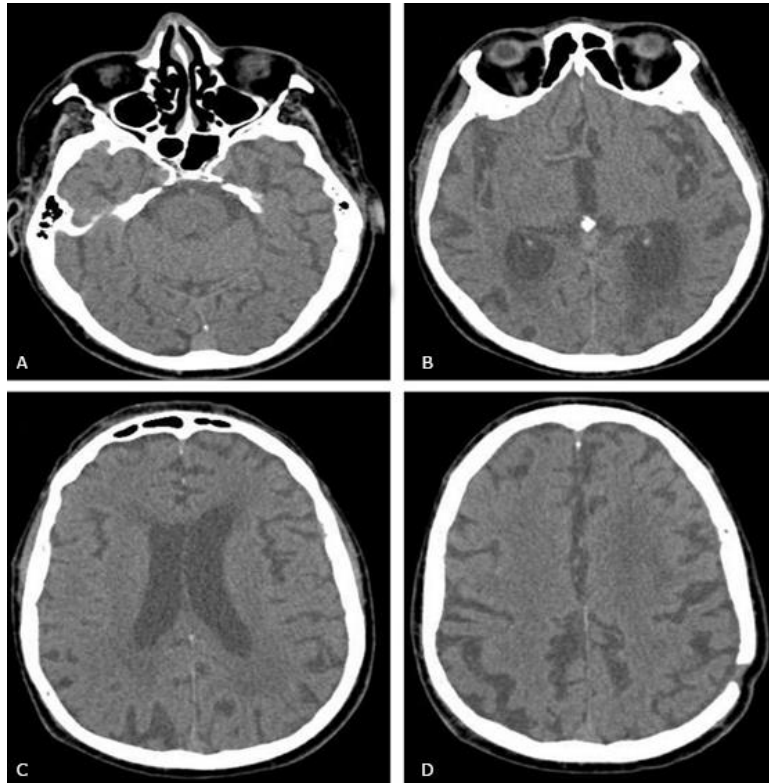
A, B, C). Tomografía axial de cráneo simple 6 meses posquirúrgico. Se visualiza desaparición del HSC y recuperación de la cito arquitectura normal del paciente. D.) Presencia de trépano parietal izquierdo posquirúrgico.
